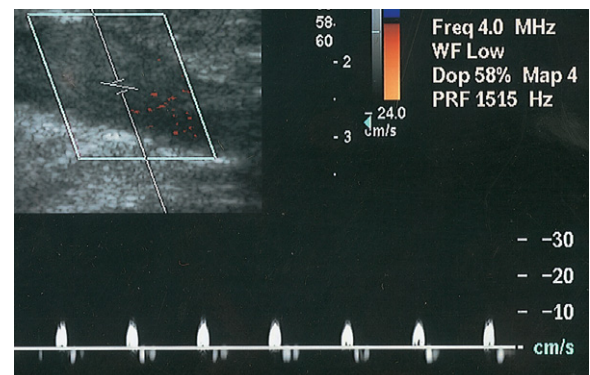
Das aus einem In-situ-Bypass abgeleitete Spektrum zeigt ein extrem geringes Flussvolumen, was für einen drohenden Bypass-Verschluss spricht. In diesem Beispiel war das distale Bypass-Ende bereits thrombosiert, und das Dopplerspektrum zeigt keinen Nettofluss.
